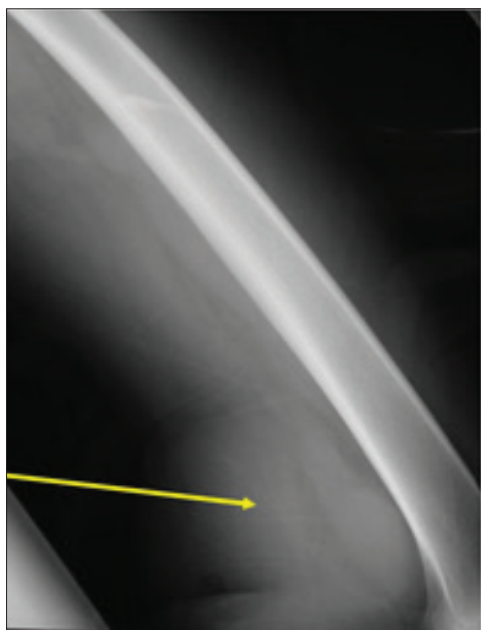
Увеличение интенсивности мягких тканей на рентгенограмме в подколленной ямке
